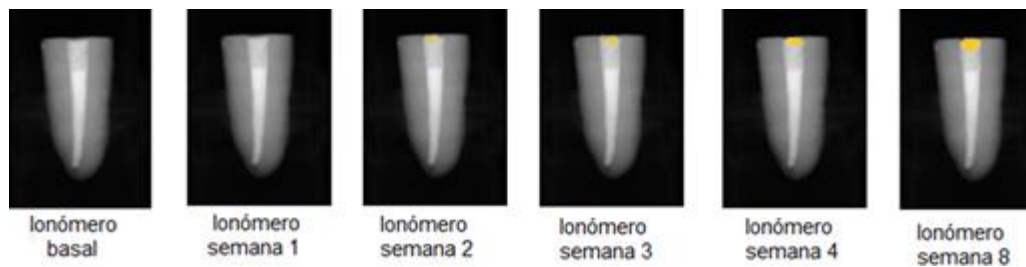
Se observa una muestra de Ionómero de vidrio desde la radiografía inicial hasta la semana ocho. Ilustra como la microfiltración aumenta conforme pasan las semanas, siendo mayor en la semana ocho; sin embargo, es poco notoria la filtración en comparación con la muestra de Cavit.
